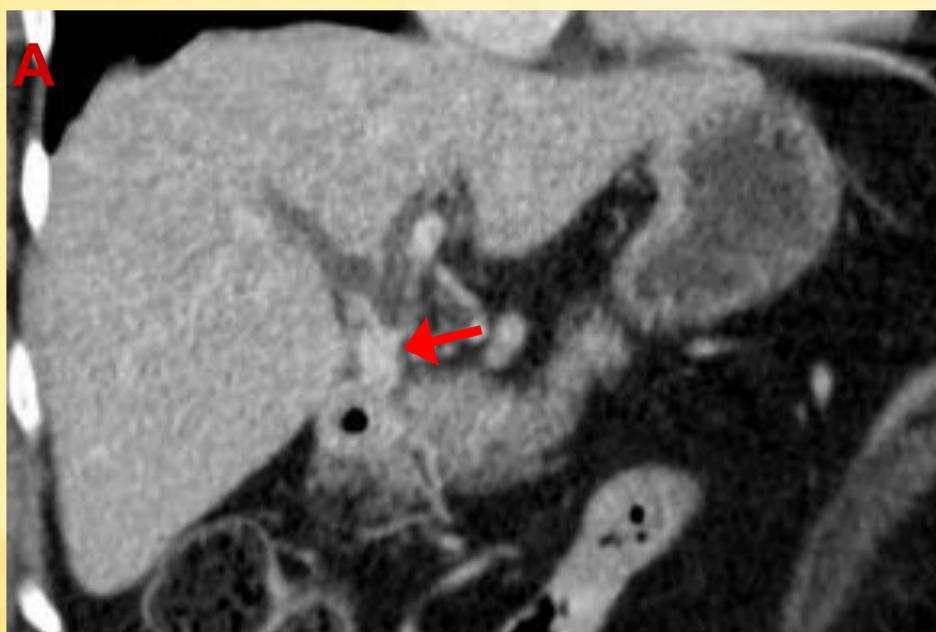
En el corte coronal del TC (A) observamos dilatación de ambos conductos hepáticos, con cambio de calibre a nivel del conducto hepático común donde se objetiva un marcado engrosamiento parietal (flecha roja), así como aparente afectación de la bifurcación del mismo. En los cortes radiales de la colangiografía (C) se objetiva dilatación de la vía biliar con el cambios de calibre descrito en el TC. Estos hallazgos sugieren como primer diagnóstico el de tumor de Klatskin, sin embargo en este caso el diagnóstico definitivo fue el de neoplasia de vesícula.
